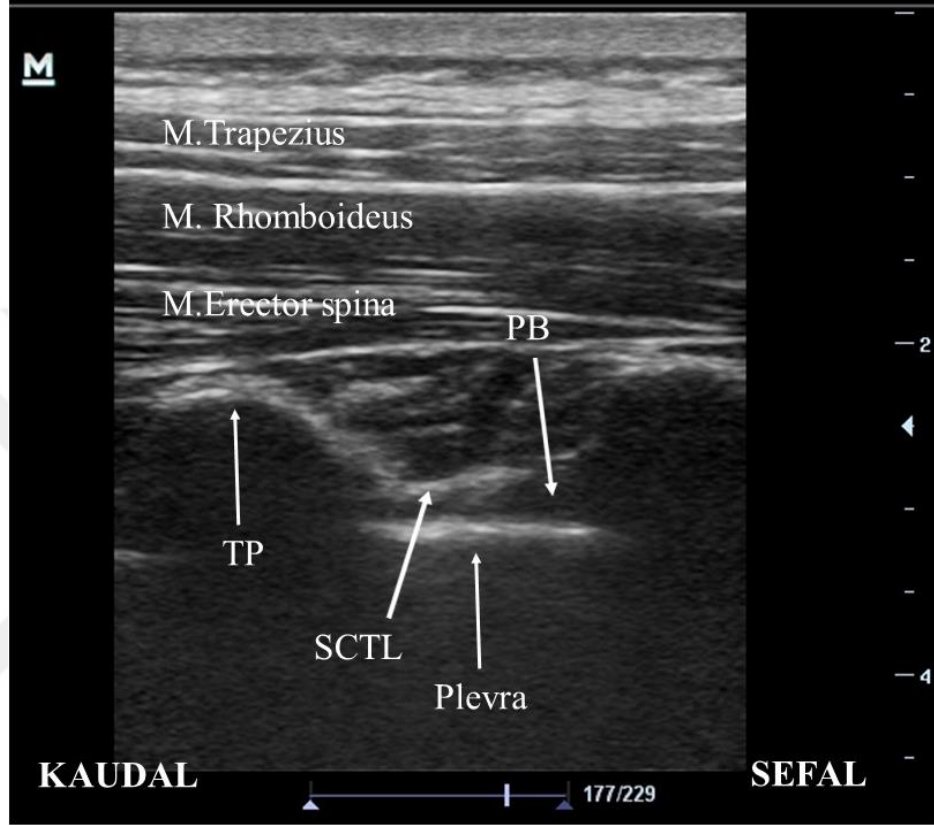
USG ile lokal anestezik solüsyonun dağılımının görülmesi
